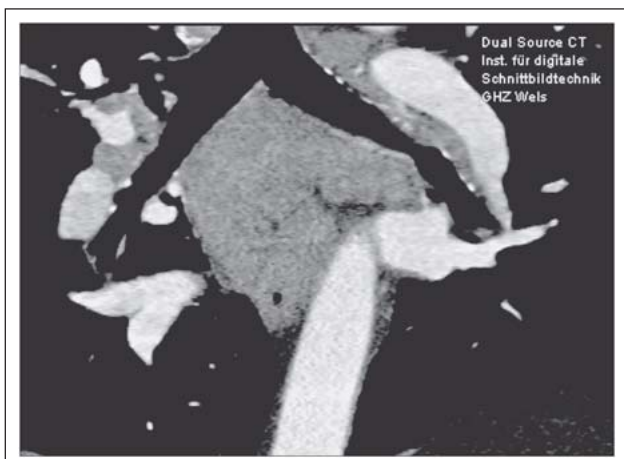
Nebenbefundlich zeigten sich bei der CT-Angiographie vergrößerte Lymphknoten bzw. Lymphknotenpakete, was eine weitere Abklärung erforderlich machte, bzw. zur Verdachtsdiagnose Sarkoidose führte.
